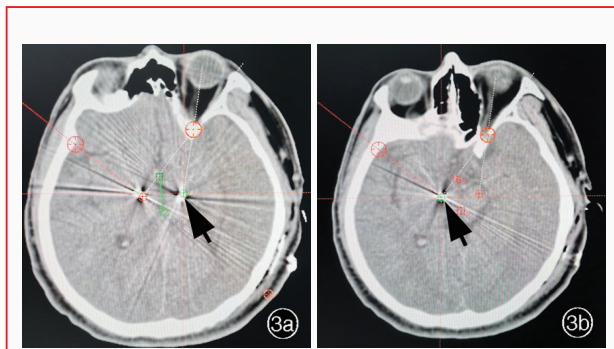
术后头部CT与MRI融合所见 3a 左侧电极位置准确(箭头所示) 3b 右侧电极位置准确(箭头所示)
